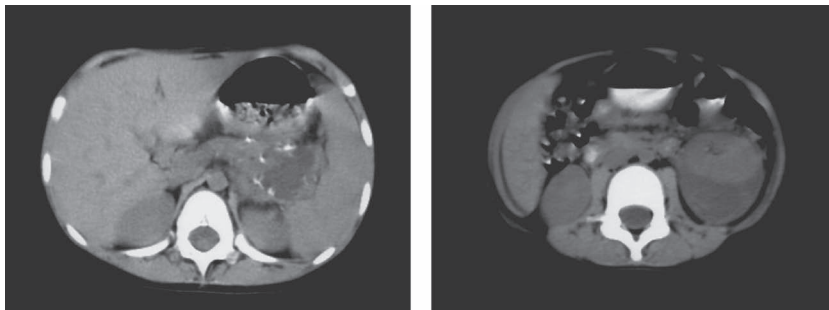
腹部CTによる腓仮性嚢胞の変化を示す(前医). (左) PCI軽快から半年後. 腓尾部に径3 cmの嚢胞を認める. 周囲には石灰化が散在している. (右) その4ヶ月後には、嚢胞は左腎の背側を覆うように増大し、最大径は6 cmに達した.
